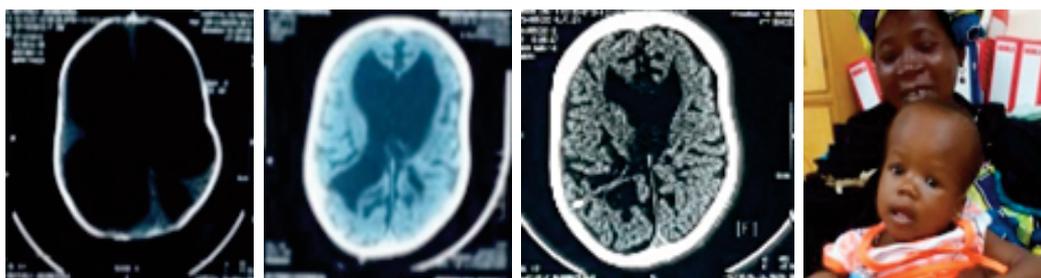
(a, b, c, d) : MB : a. Opérée à 4 mois, Hypotonique, Tient la tête. b. Post-op : épaississement important du cortex Evans: 0.9 à 0.7. c et d : évolution psychomotrice à 3 ans et TDM de contrôle à 5 ans (actuellement scolarisée): Marche, Parle, Comprend, Joue.
